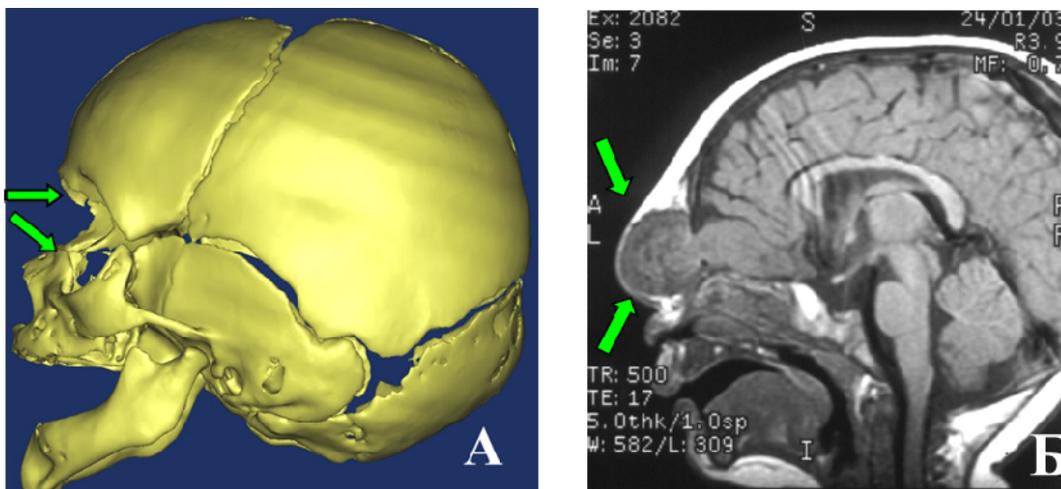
КТ-3D-реконструкция черепа и МРТ пациента с фронтоназальной черепно-мозговой грыжей: А - боковая проекция, стрелками указан дефект в фронто-назальной области, деформация, гипоплазия носовых костей, Б - в режиме Т1 стрелками указана черепно-мозговая грыжа
